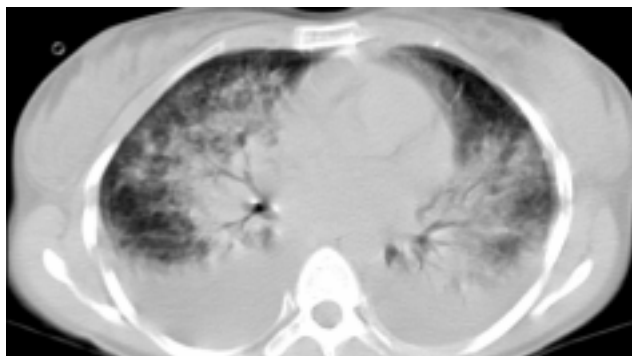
Tomografía computada.
